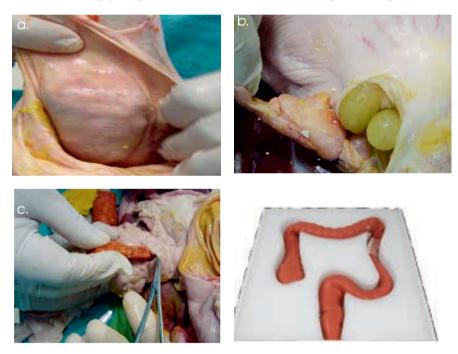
Modelo inanimado para ultrasonografía endoscopica. a) creación de pesudoquiste; b) simulación de ganglios celíacos; c) lesiones sólidas; d) imagen hipoecoica.
